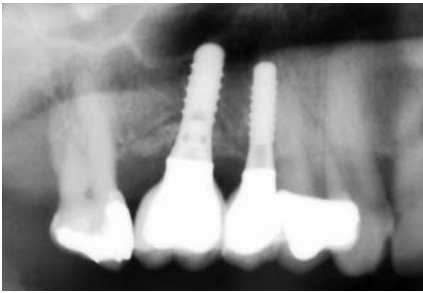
Röntgenkontrolle der Augmentation am Implantat 016. – Abb. 8: Zustand der Gewebe sechs Monate post OP.
